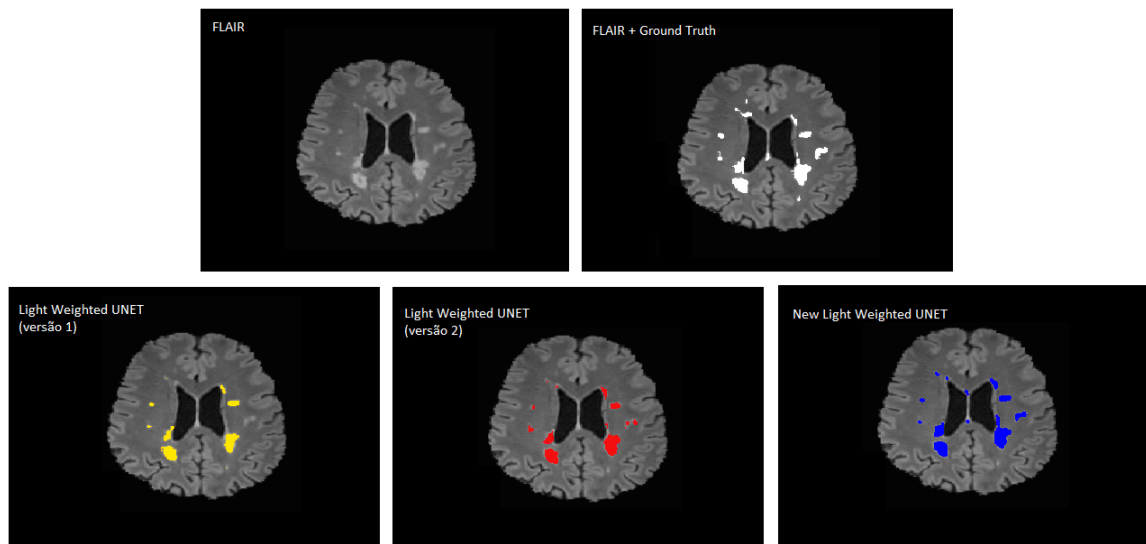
Cortes das imagens segmentadas do Paciente 10 pelos modelos *Light Weighted Unet*. Na primeira linha, há a sequência FLAIR e a segmentação manual. Enquanto na segunda linha, a segmentação da versão 1 está representada em amarelo, a segmentação da versão 2 está em vermelho e a segmentação do modelo proposto está em azul.
